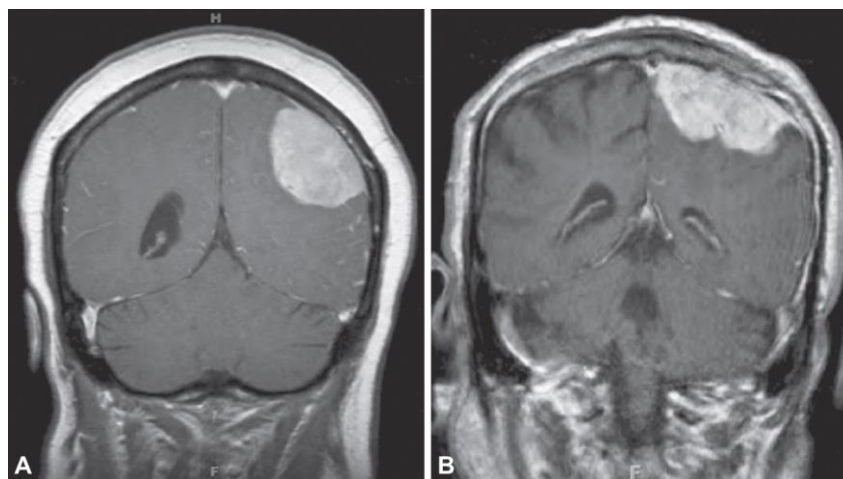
Ressonância magnética de paciente com meningioma. A. Meningioma de convexidade, extra axial, contraste ponderado em T1 com sinal da cauda dural. B. Meningioma atípico, extra axial, contraste ponderado em T1, com sinal da cauda dural e bordas irregulares (Adaptado de Perry, 2017)²⁸.
